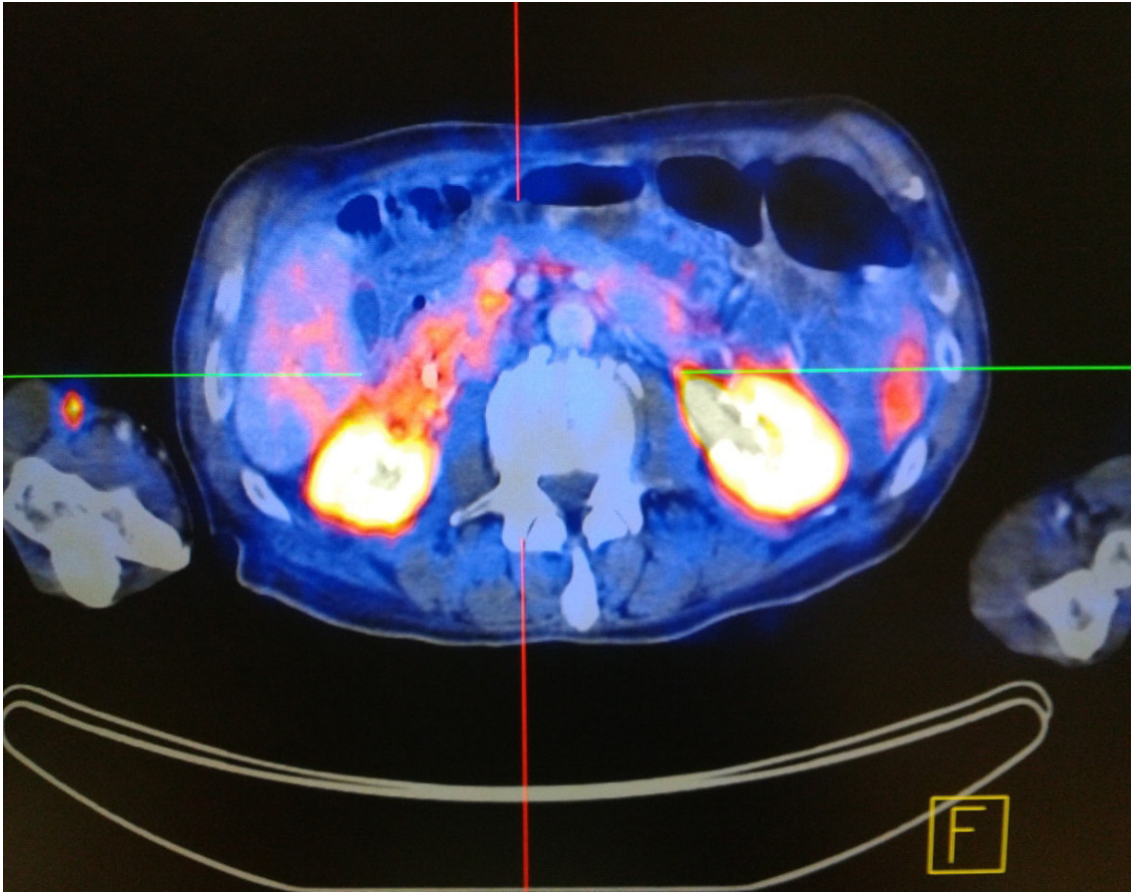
Axialer Schnitt einer PET/CT-Aufnahme zur SUV-Messung
